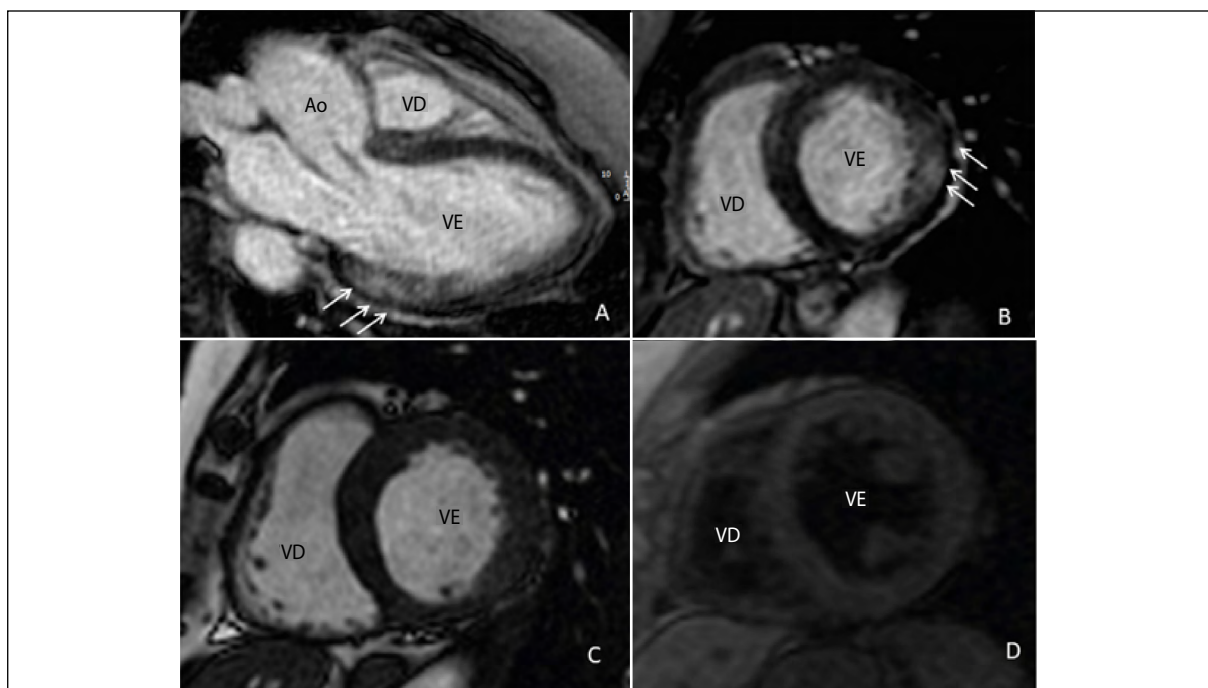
Ressonância magnética cardíaca de paciente feminina, 55 anos, com diagnóstico de doença de Fabry, observa-se realce tardio inferolateral do ventrículo esquerdo (A e B), na cine ressonância com hipertrofia concêntrica e discreta do ventrículo esquerdo (C) e T1 nativo do miocárdio com valores abaixo da normalidade sugestivo de doença de Fabry (D). VD, ventrículo direito; VE, ventrículo esquerdo.
